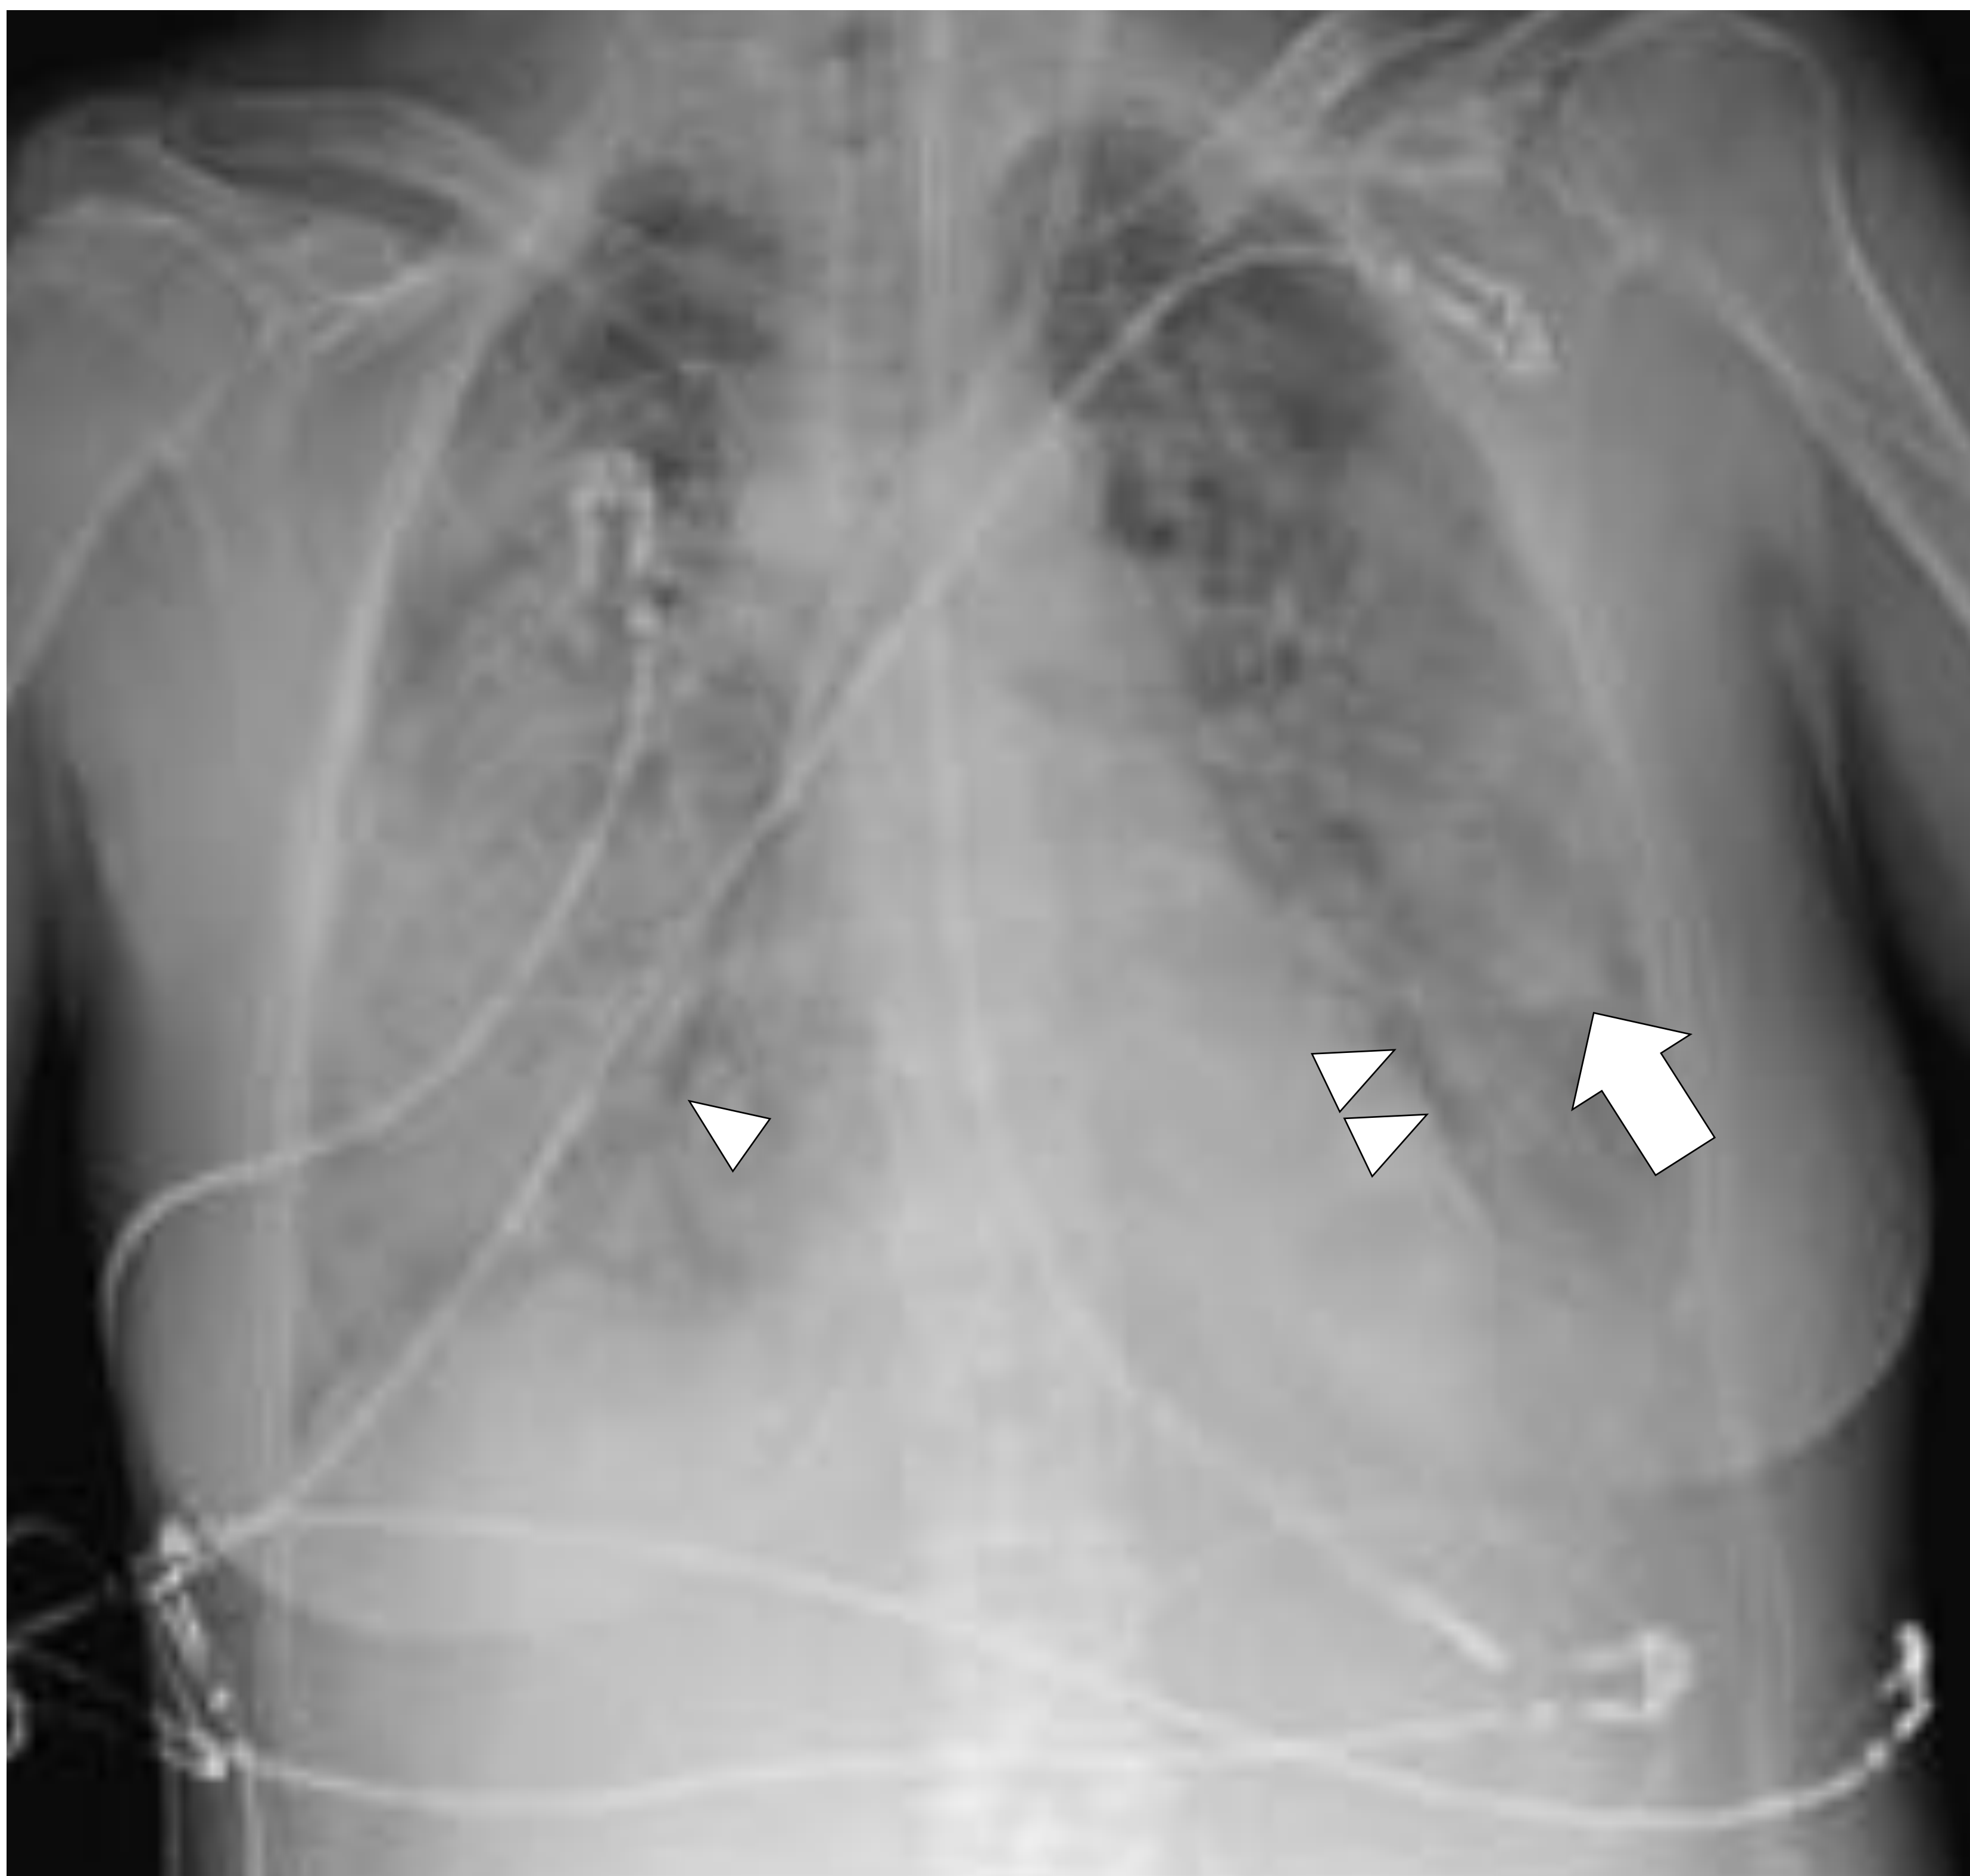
Radiografía de tórax en paciente encamado (AP).
